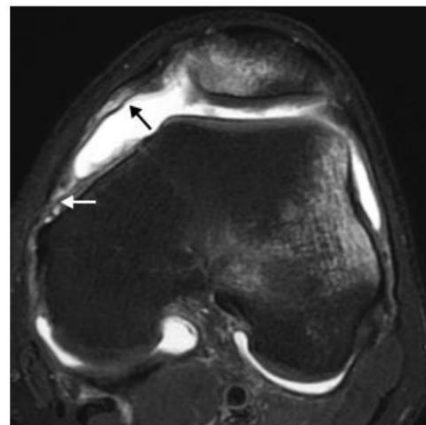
Imagem de RM, com a presença de lesão no ligamento femoropatelar medial (Setas). Fonte: Ortopedia do esporte (2015).
